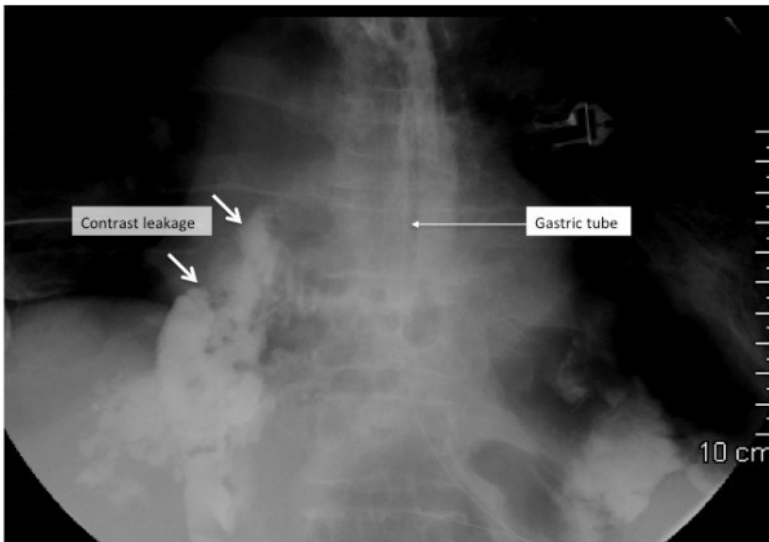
Thoraxröntgen mit Kontrastmittelleckage (26)
